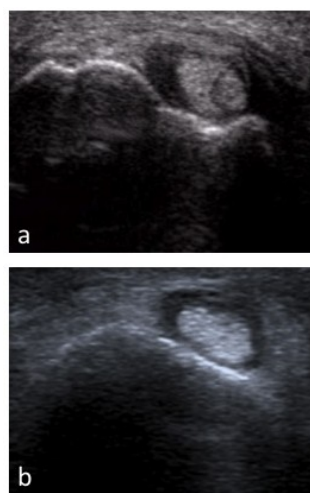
Ténosynovite du tendon extenseur ulnaire du carpe en échographie. Présence d'une fissure intratendineuse (a) et d'un simple épanchement liquidien périlésionnel (b).
